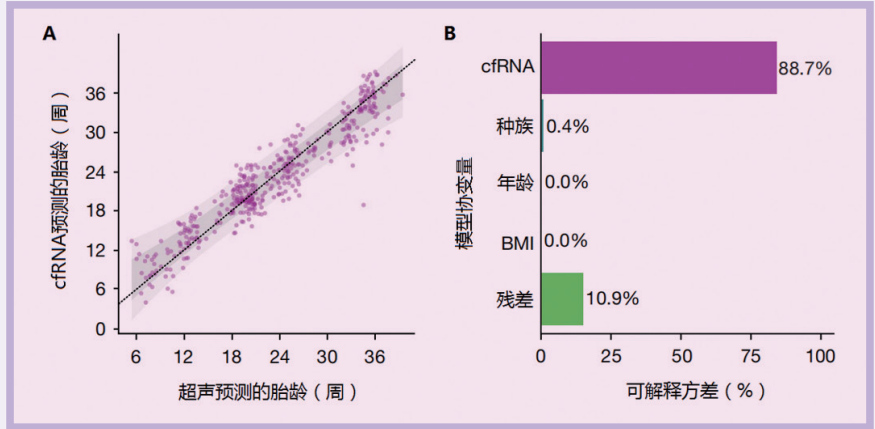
A.Lasso线性模型使用cfRNA转录组数据预测胎龄与超声结果的比较；B.ANOVA中显示的可解释方差
